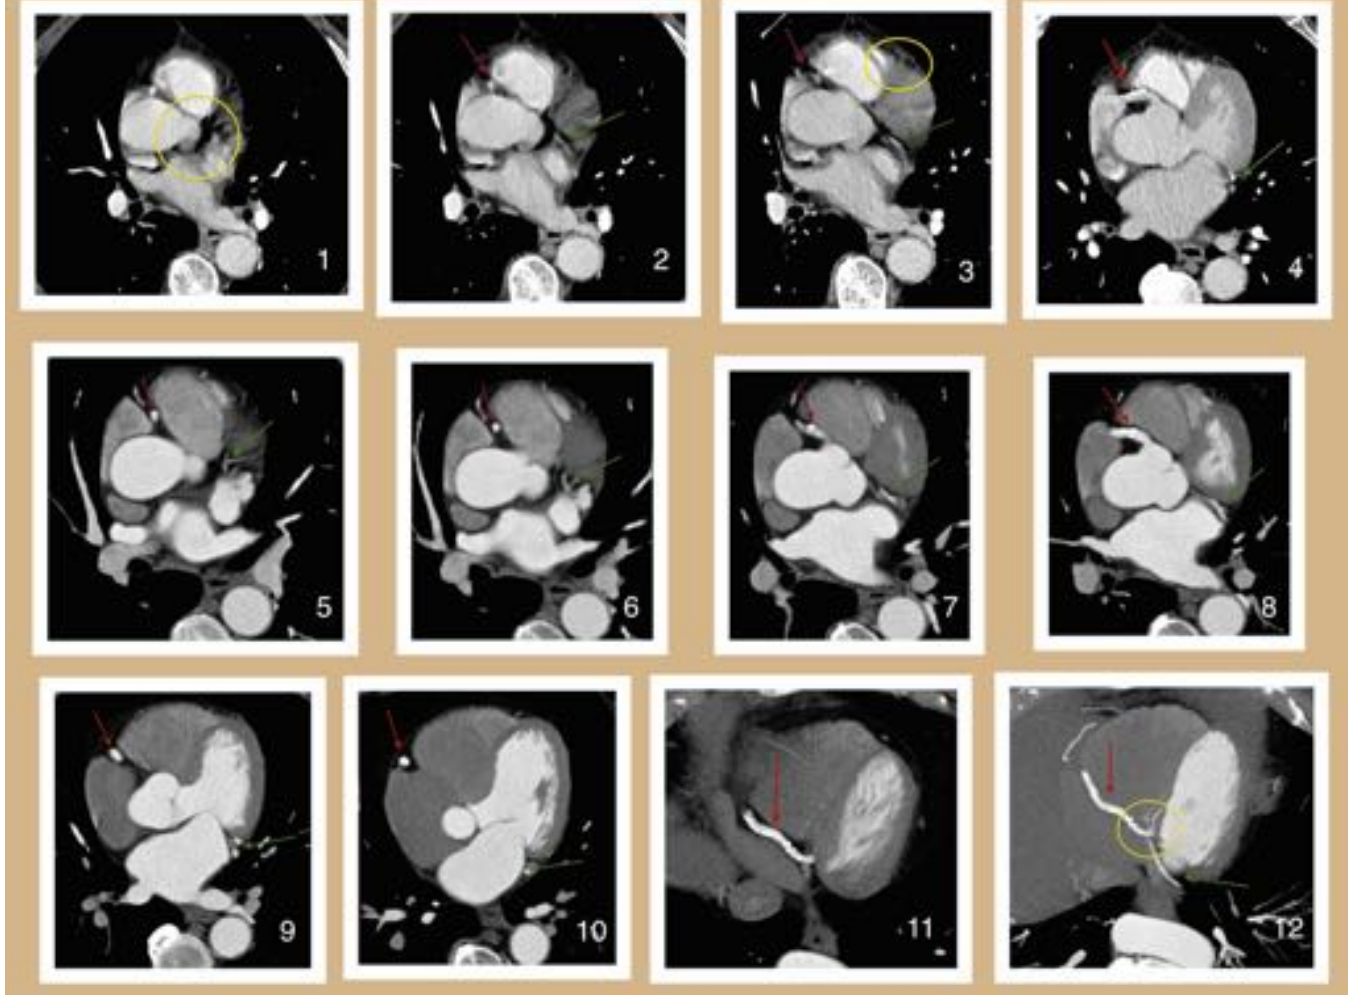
Arteria coronaria única. Origen en SCD, recorrido por surco AV derecho hasta cruz cordis, da la art. DP y otra rama que se dirige por SAV izquierdo (Cx like) hasta alcanzar el surco interventricular anterior con ramas de escaso calibre (DA like). 1-3 TC tórax sin sincronización. 4-10 TC coronario sincronizado. 11 MIP.
